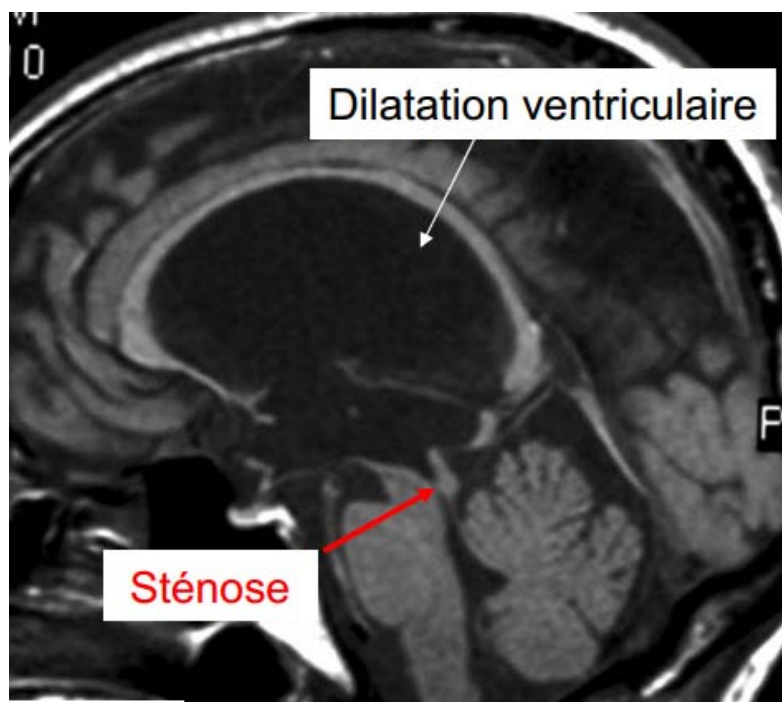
IRM encéphalique en coupe sagittale séquence T1 montrant une sténose de l'aqueduc de Sylvius.
